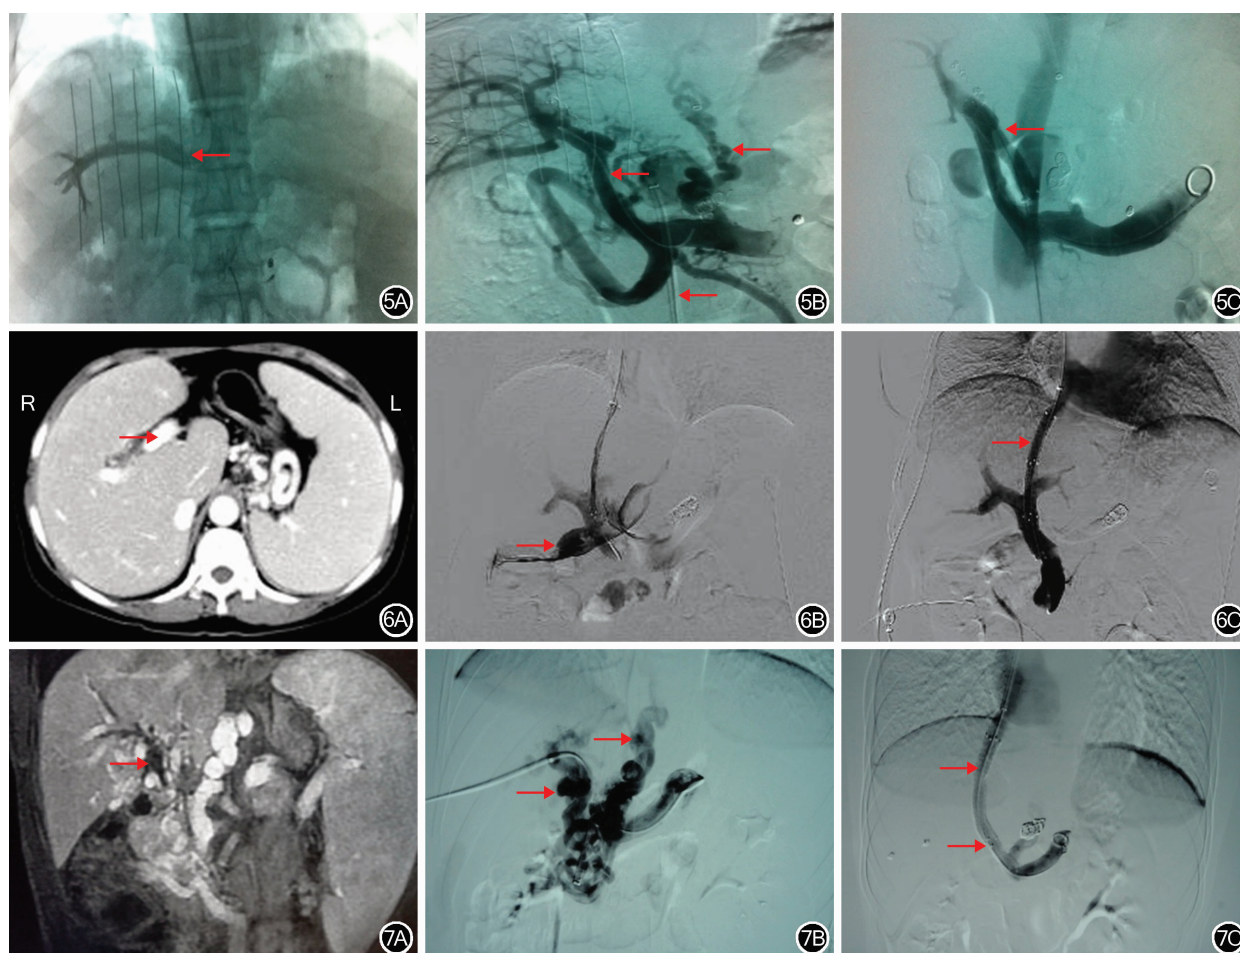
肝静脉或下腔静脉与肝内门静脉主要分支空间关系不合理造影检查和治疗结果 5A: DSA 造影检查示肝静脉与肝内门静脉主要分支空间关系严重不合理(←); 5B: 经股静脉途径通过下腔静脉穿刺肝内门静脉造影检查示门静脉管腔不宽, 内部充盈缺损, 异常曲张静脉及侧支显影(←); 5C: 成功建立门静脉和下腔静脉分流通道, 异常曲张静脉及侧支血管完全消失(←) 图6 肝内门静脉主要分支在肝外 CT 及造影检查和治疗结果 6A: 腹部 CT 检查示肝内门静脉主要分支在肝外(→); 6B: 术中穿刺造影检查示造影剂在腹腔弥散, 提示腹腔出血(→); 6C: 快速建立分流通道, 造影检查未见造影剂外溢(→) 图7 肝内胆管扩张检查和治疗结果 7A: 术前腹部 MR 检查示肝内外胆管扩张, 门静脉主干和肝内分支不显示(→), 侧支血管形成; 7B: 经皮经肝穿刺侧支血管, 经侧支血管进入脾静脉造影检查示门静脉主干和肝内正常分支消失, 见大量侧支血管及曲张静脉(→); 7C: TIPS 联合经肝静脉穿刺侧支血管, 建立下腔静脉-肝静脉-肝实质-侧支血管-脾静脉分流通道(→), 栓塞曲张静脉, 造影检查示曲张静脉及侧支血管完全消失
